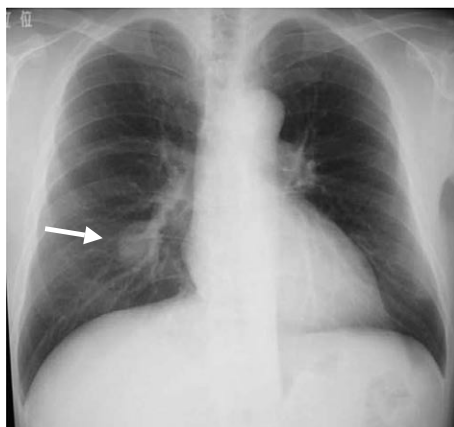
Chest roentgenogram shows a nodule in the right middle lung field.
